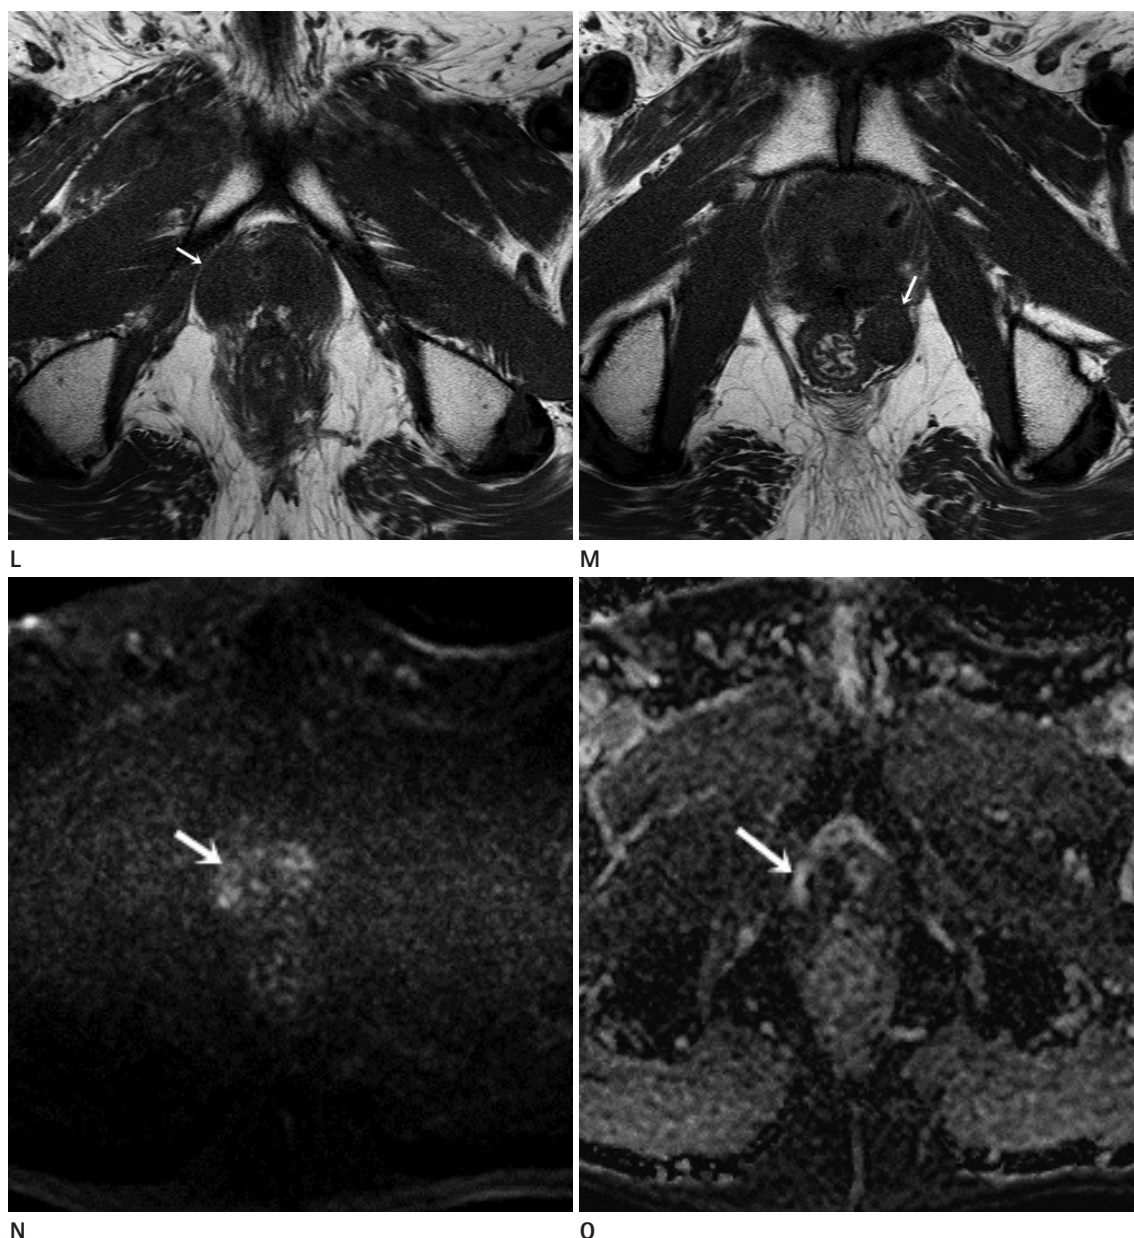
CT and MR images of a 64-year-old male with prostate cancer treated by radical prostatectomy.
